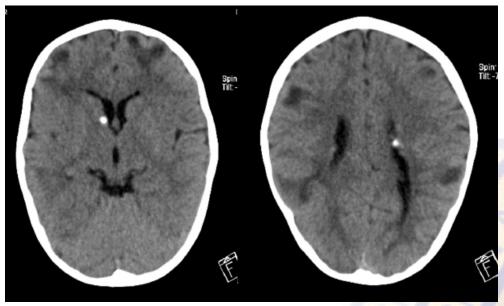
Tomografía de cráneo simple en cortes axiales con imágenes nodulares hiperdensas y calcific<mark>adas, de</mark> localización subependimaria, compatibles con hamartomas subependimarios, e imágenes hipodensas corticales compatibles con túberes.
